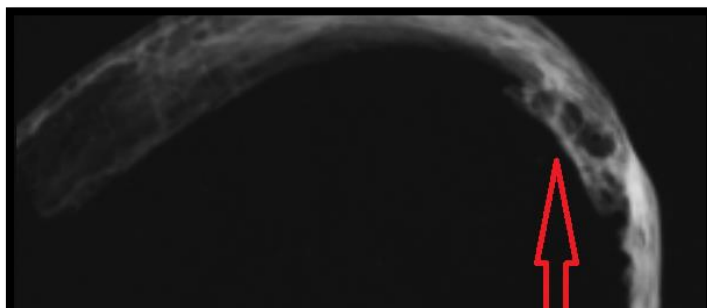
Radiografia de fragmento de anel da laringe ossificado do indivíduo 2770 com bolsas císticas (seta vermelha).
